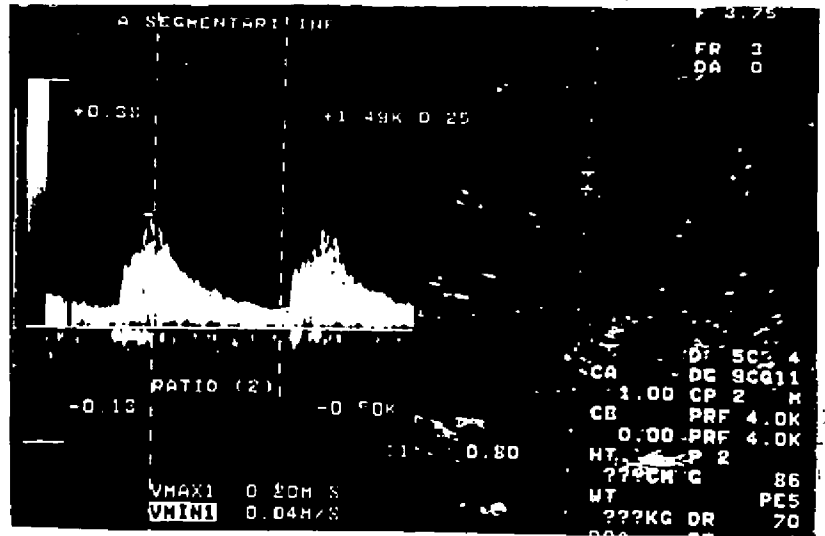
RA intersticial. Doppler duplex color de un injerto, que a diferencia del de la Fig.39 tiene aspecto morfológico normal e IR menores (IR=0.77).
